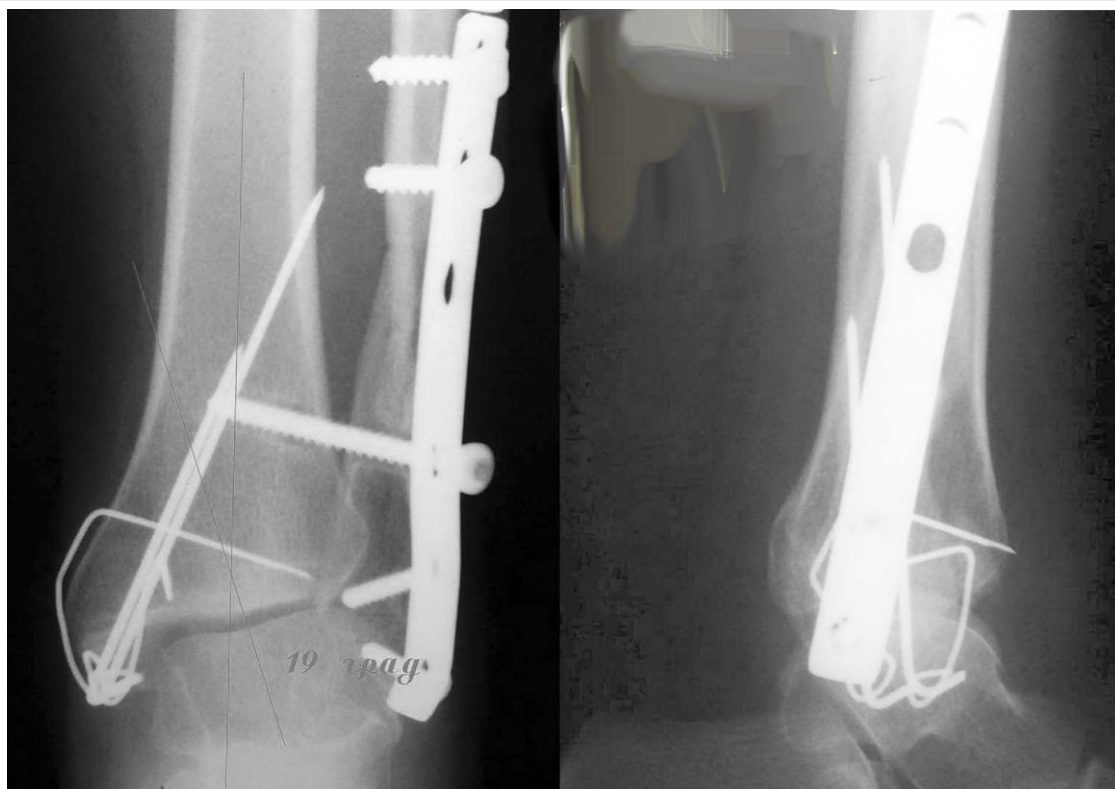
Рентгенограмма больной К., 48 л. (и.б. № 22305) через 1 год после операции. Имеется вальгусная деформация в голеностопном суставе 19 град.
